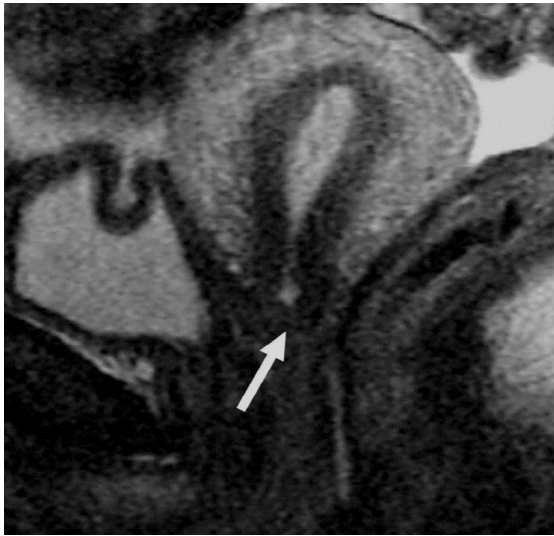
IRM en coupe sagittale T2. Aspect normal post-réssection et anastomose utéro-vaginale (post-trachélectomie) [18].
